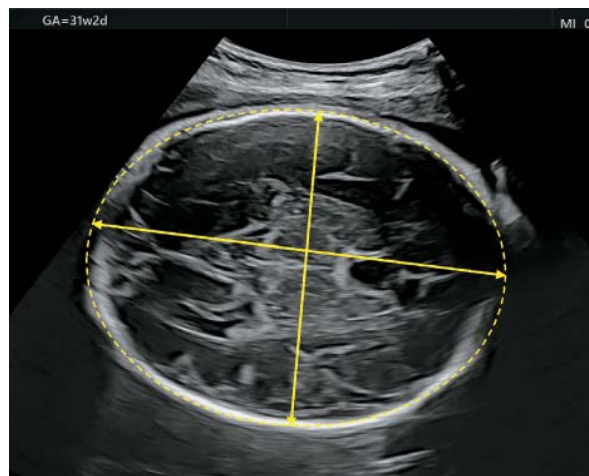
Измерение окружности головки плода при УЗИ в III триместре.
